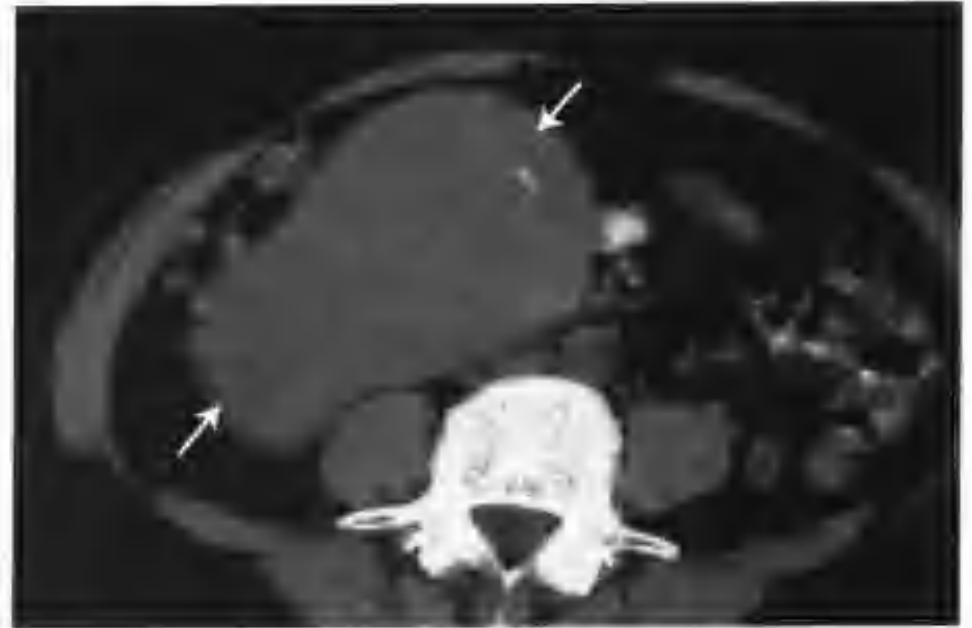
右肾细胞癌（CT 平扫见右肾一巨大等密度肿物，内见斑点状钙化（箭头））
